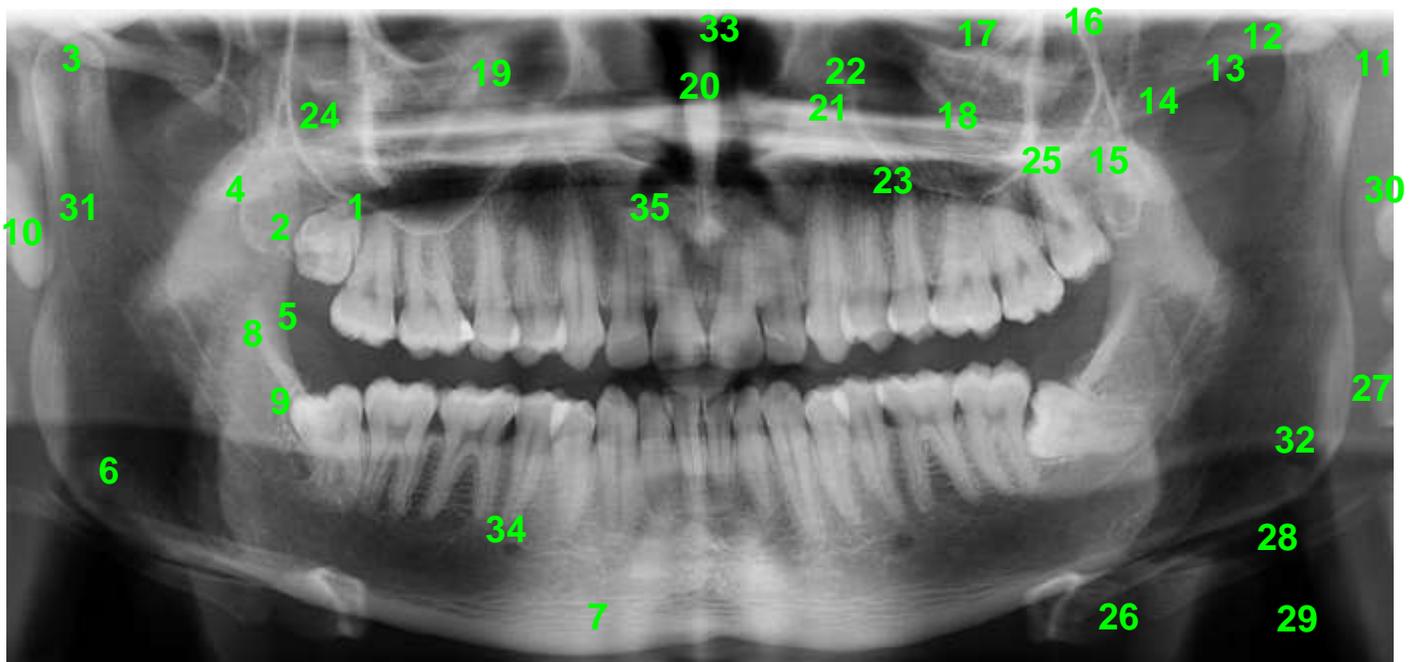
Puntos anatómicos de la radiografía panorámica (68)
